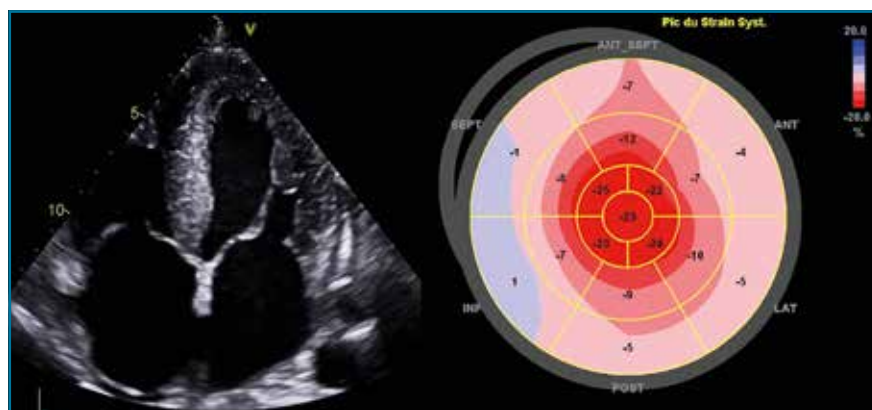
Échocardiographie transthoracique d'amylose cardiaque. À gauche, sur une coupe apicale 4 cavités, ventricule gauche hypertrophié avec remodelage concentrique et dilatation des oreillettes ; à droite, synthèse en œil de bœuf du *strain* longitudinal global montrant une altération du *strain* basal (périphérie) et un *strain* apical conservé (au centre).
